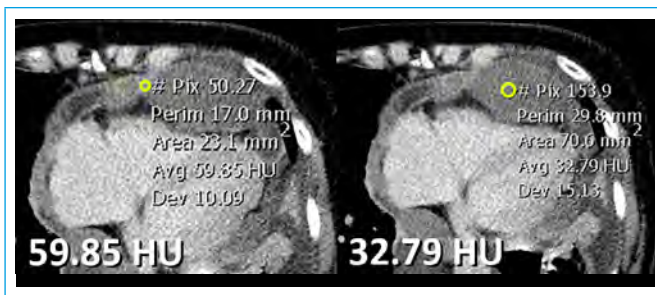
TC. Densidad del engrosamiento nodular (60 UH) y del líquido pericárdico medidas por TC (33 UH)
